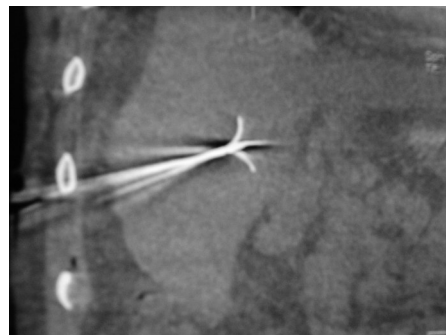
Dyna CT矢状位清晰显示主针、子针及肝脏边缘。主针经过的穿刺通路无重要的组织及器官
